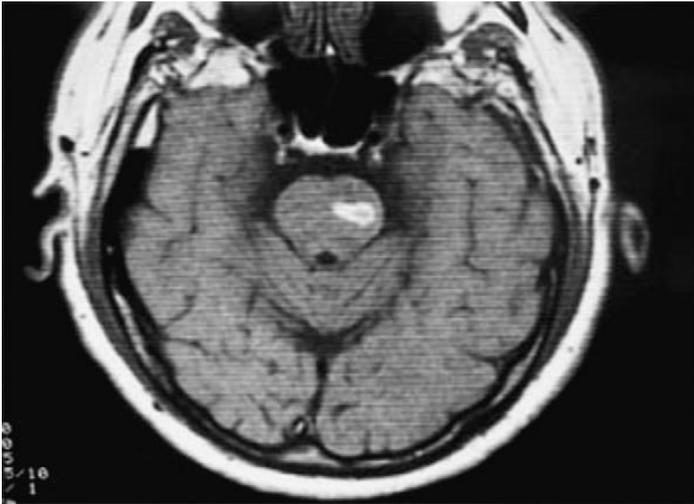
IRM séquence pondérée en T1 (j5). Hématome protubérantiel tegmental gauche (25)
